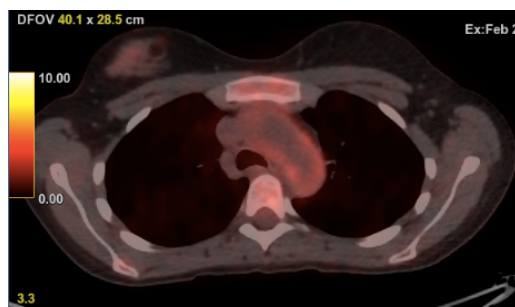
PET-TC que muestra el aumento de la actividad metabólica en la pared del cayado aórtico.
